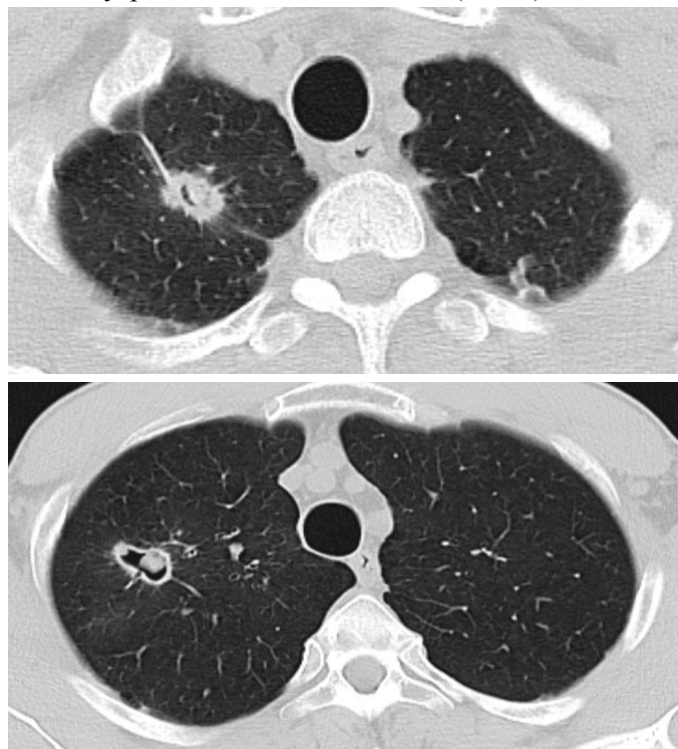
КТ органов грудной клетки (от ноября 2023 г.): в S1 правого лёгкого два инфильтрата с участками деструкции в центре, наиболее крупный – размером 2,7x1,7 см, с наличием внутриволостного компонента.
